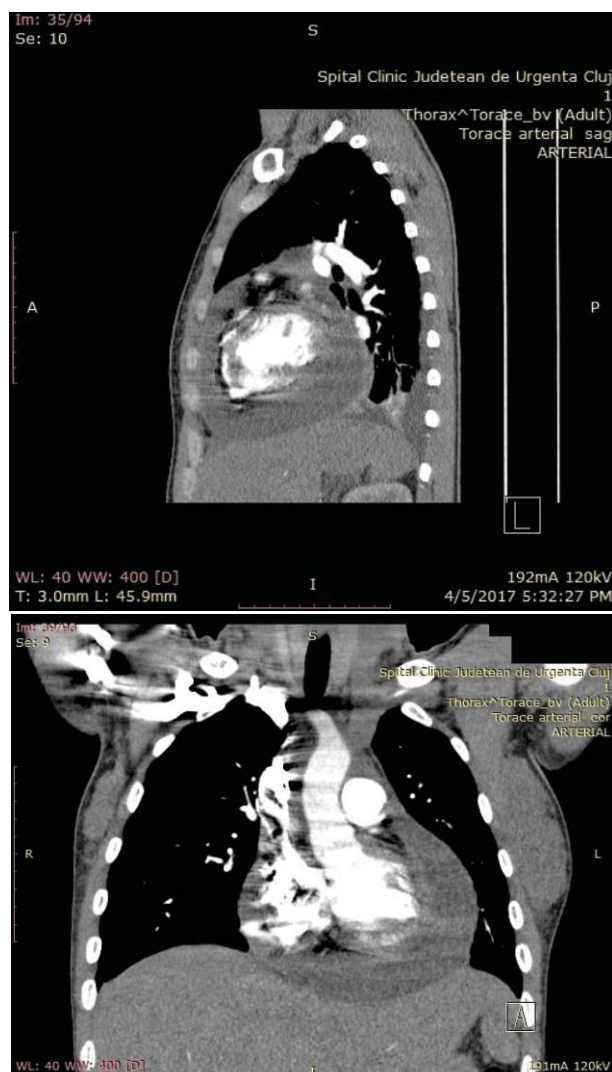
CT toracic cu substanță de contrast (secțiune sagitală și frontală). Colecție pericardică circumferențială în cantitate mare
